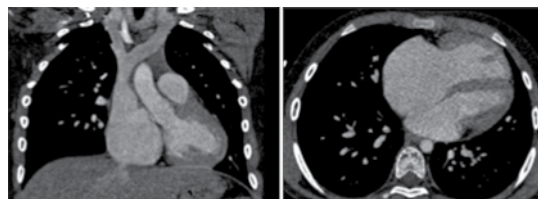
Tomografía cardiaca: levocardia y levoápex.
